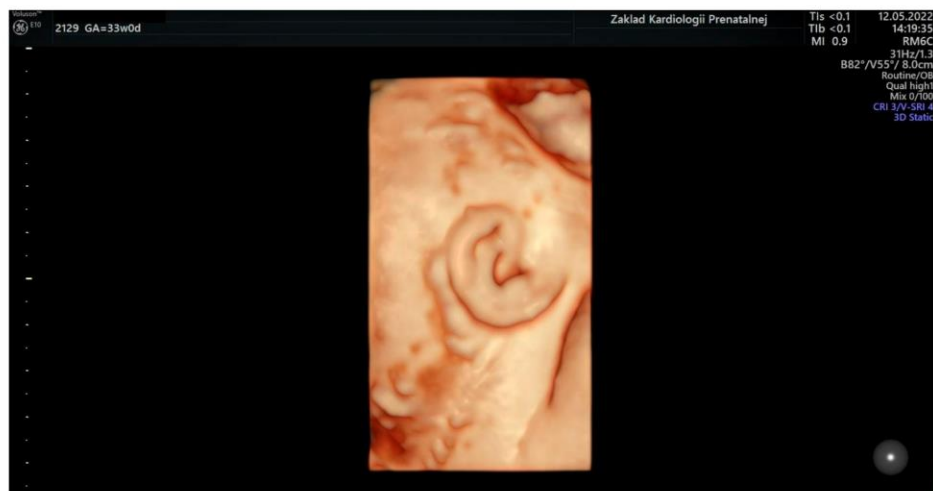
An image of a fetal ear in 3D ultrasound examination. Measurement of the fetal ear at the gestational age of 33 weeks.
